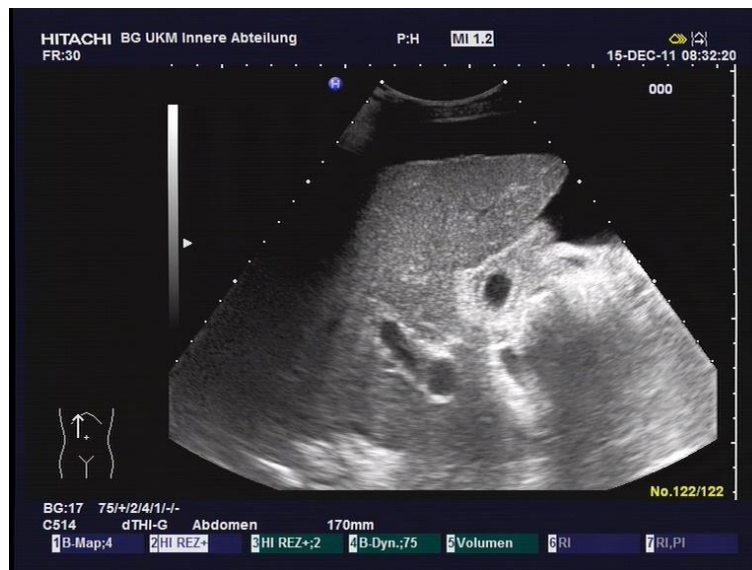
Sonographische Zeichen einer dekompensierten Leberzirrhose bei einer SC-CIP, BGU- Murnau 2011
